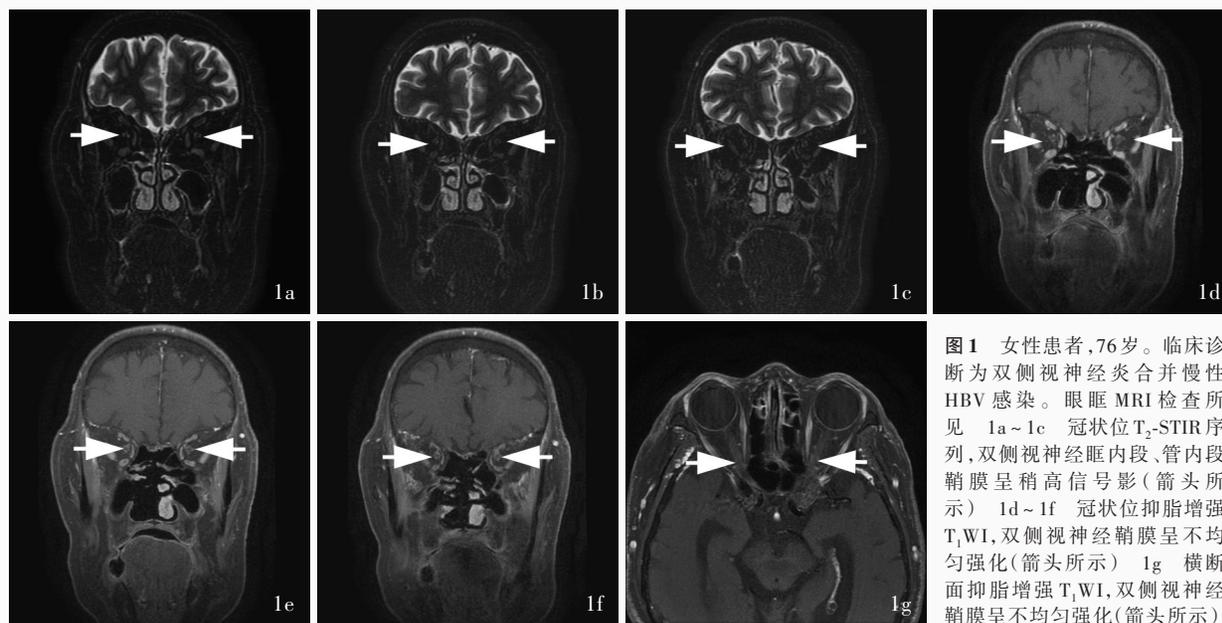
女性患者,76岁。临床诊断为双侧视神经炎合并慢性HBV感染。眼眶MRI检查所见 1a~1c 冠状位T<sub>2</sub>-STIR序列,双侧视神经眶内段、管内段鞘膜呈稍高信号影(箭头所示) 1d~1f 冠状位抑脂增强T<sub>1</sub>WI,双侧视神经鞘膜呈不均匀强化(箭头所示) 1g 横断面抑脂增强T<sub>1</sub>WI,双侧视神经鞘膜呈不均匀强化(箭头所示)
